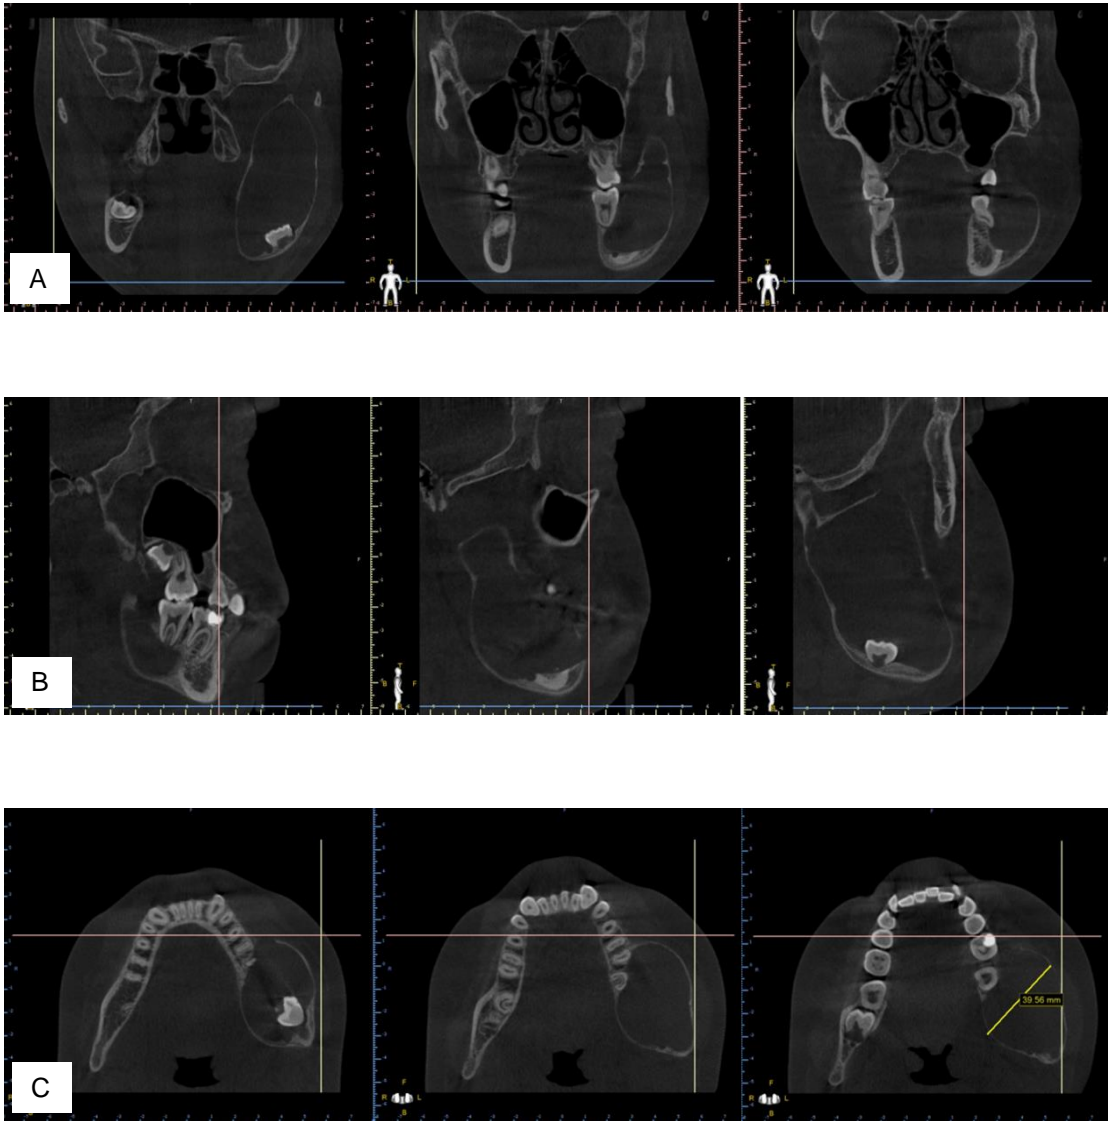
Tomografía computarizada preoperatoria. A. Corte coronal. B. Corte sagital. C. Corte axial. Fuente propia.
